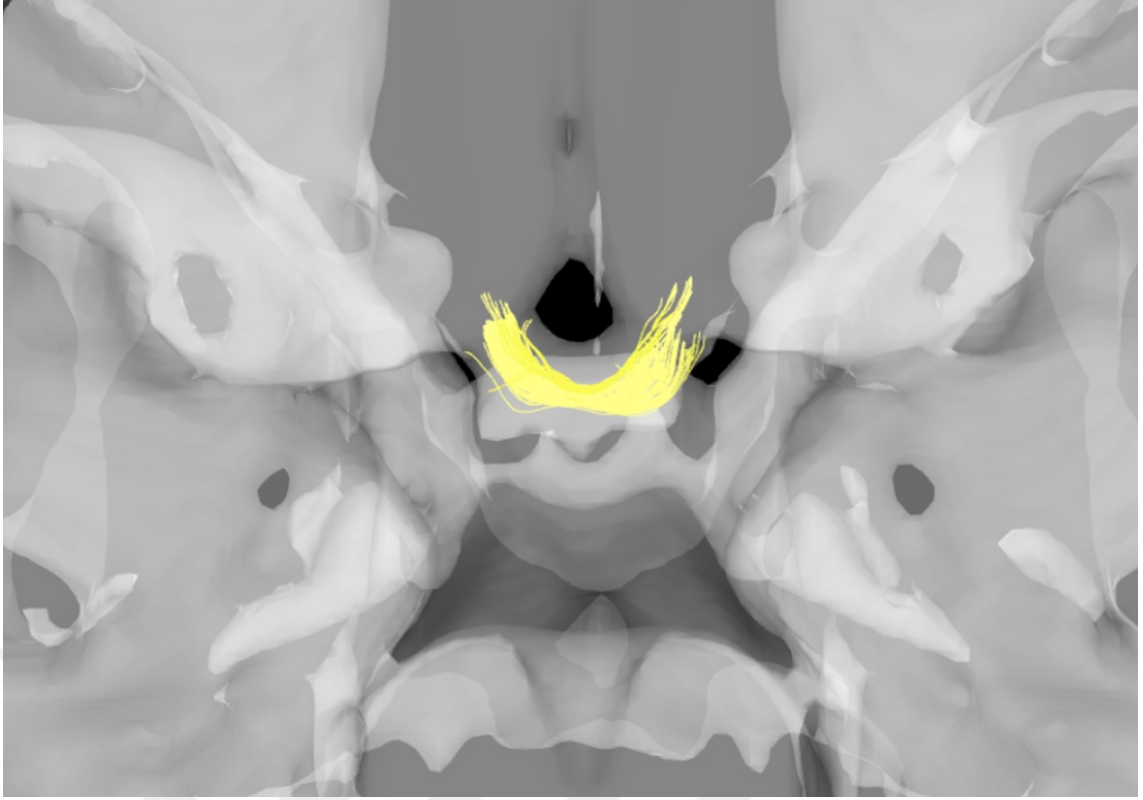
Optik kiazma traktografisinin inferiordan görünümü. Mavi sağ çapraz yapmayan, yeşil sol çapraz yapmayan, pembe sol çapraz yapan, mor sağ çapraz yapan, sarı renk bir gözden diğer göze giden optik sinir liflerini göstermektedir.
